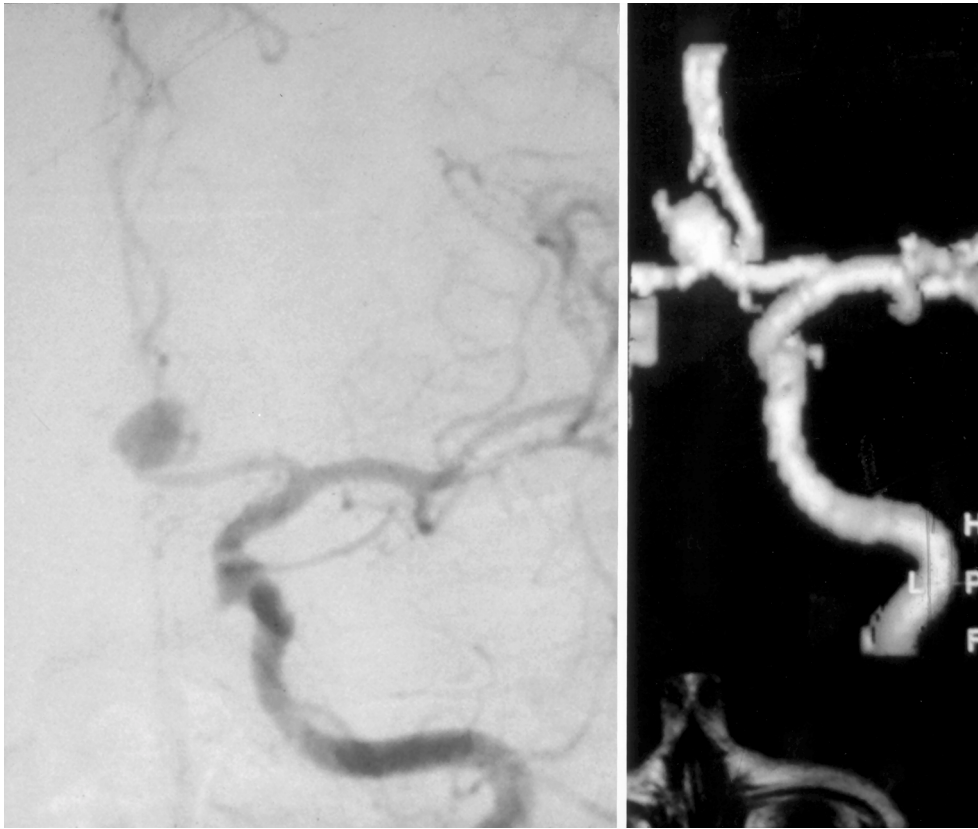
Paciente de 68 anos, masculino, com hemorragia subaracnóide, grau III na escala de Hunt & Hess. A- Angiografia digital seletiva da carótida E, mostra aneurisma do complexo da artéria comunicante anterior, medindo 8 mm de comprimento por 4 mm ao nível do colo. B- Angiografia por ressonância magnética, técnica 3D-TOF, evidencia aneurisma do complexo da artéria comunicante anterior, medindo 8 mm de comprimento por 5 mm ao nível do colo.
